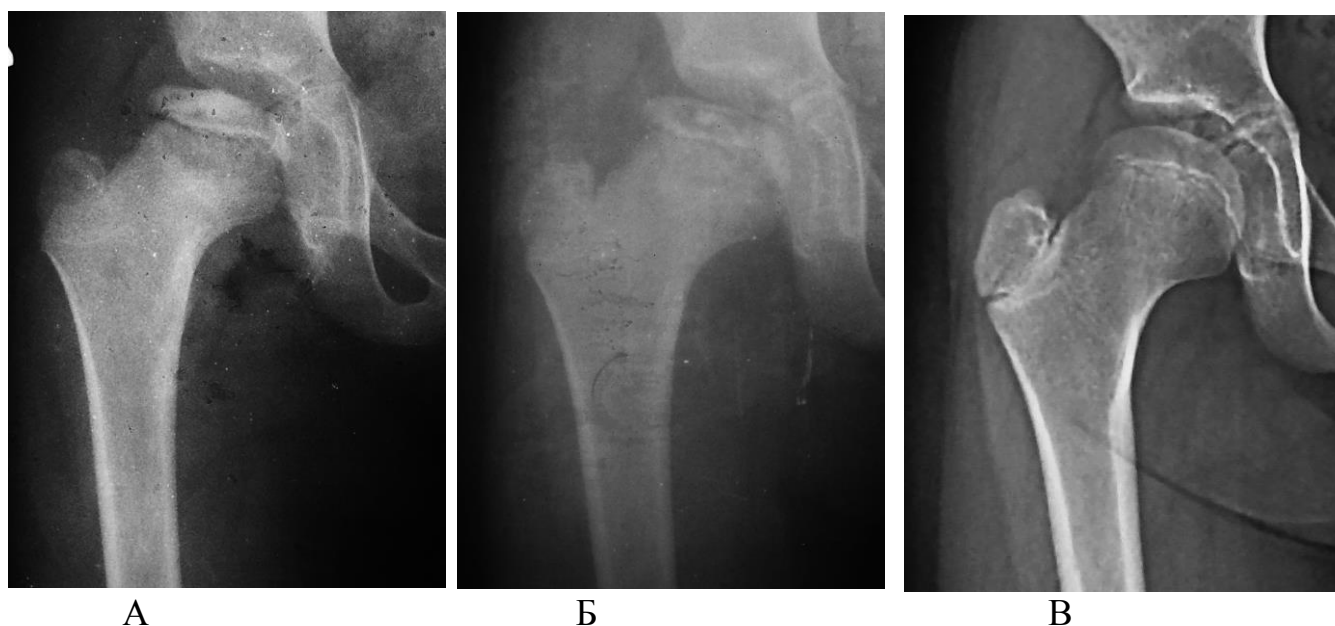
Рентгенограммы правого тазобедренного сустава пациента К. 9 лет, где А – при поступлении в клинику, Б – через три месяца после курса терапии, В – через 32 месяца после обращения в клинику
